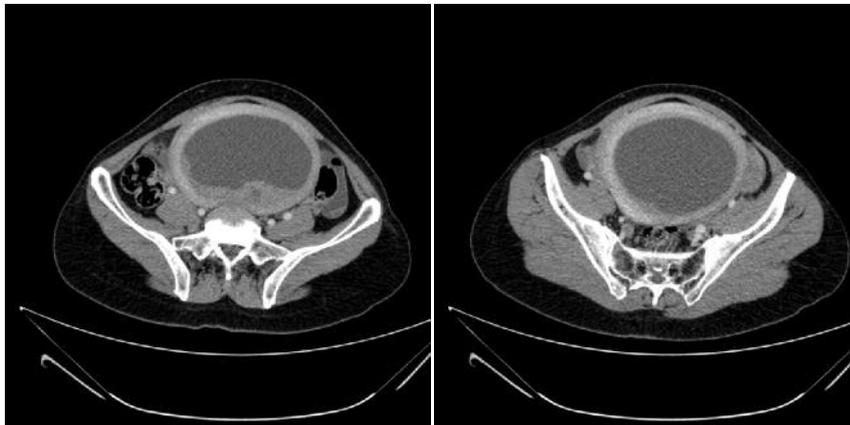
Imagen en TAC de tumoración de aspecto quístico con excrecencia sólida en polo posterior
